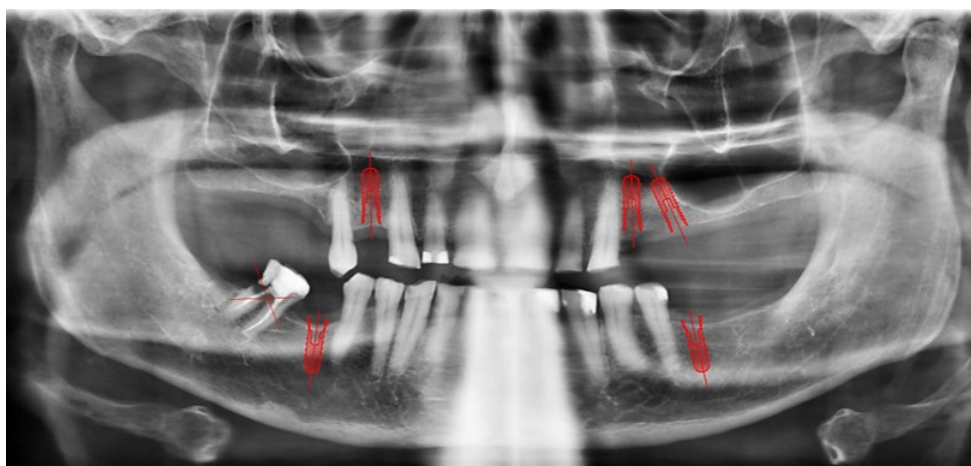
Ortopantomografia inicial do paciente do Caso Clínico I.
